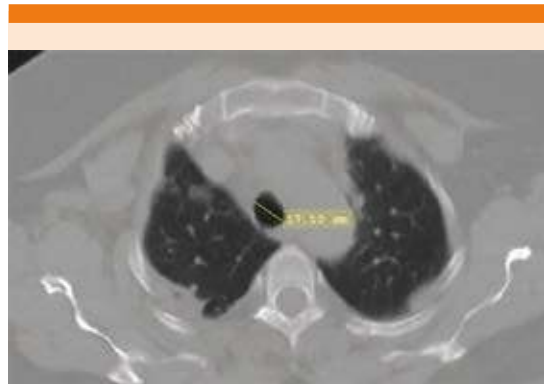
Tomografía axial computada de tórax que muestra opacidades bilaterales de predominio subpleural. Tráquea con diámetro de 17.10 mm.
